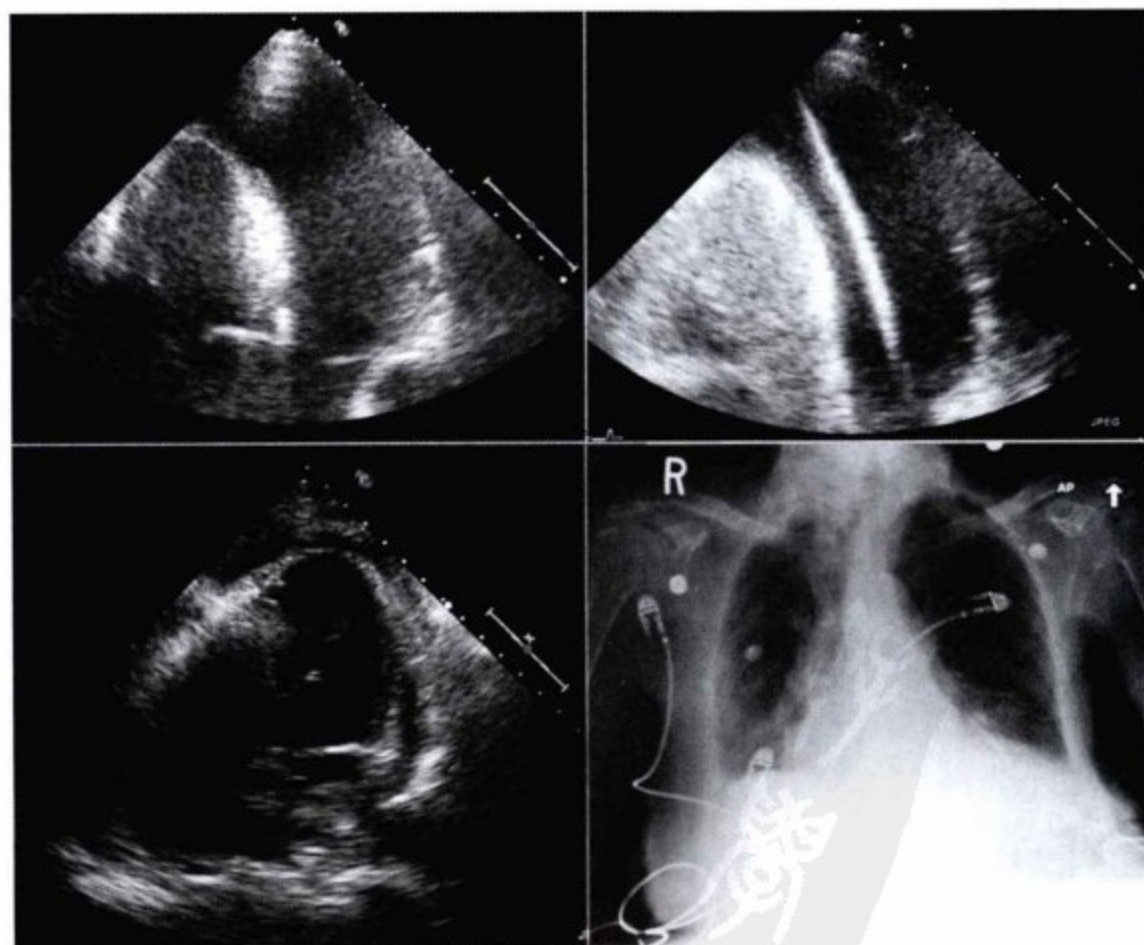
上图,心包引流时的超声心动图。左上图,心尖四腔心切面显示距离心包积液较近的位置,并显示了理想的穿刺点和进针方向。右上图,在心包腔内可清楚地看到导丝。左下图,抽出1.2L 积液后,心包腔内仅存留少量积液。右下图,胸部平片证实了猪尾导管的位置,无气胸。
